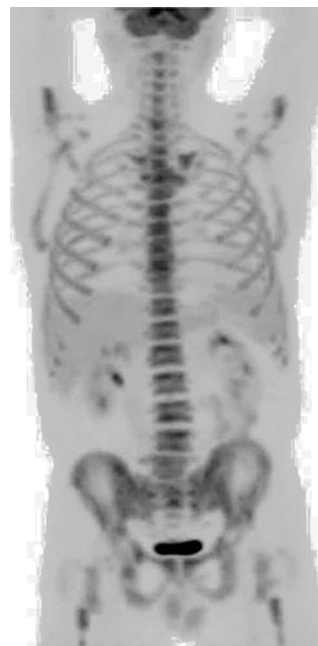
En la reconstrucción MIP de la PET se visualiza una captación difusa y homogénea en la médula ósea, en relación con la toma de colonias estimulantes de granulocitos.
